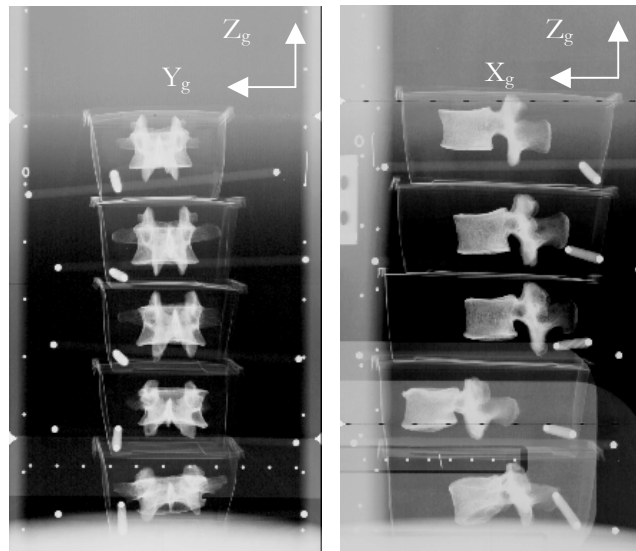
Vertèbres et supports en position de référence : radiographies frontales et sagittales prises sur le dispositif de stéréoradiographie (Hôpital St Vincent de Paul, Paris)
